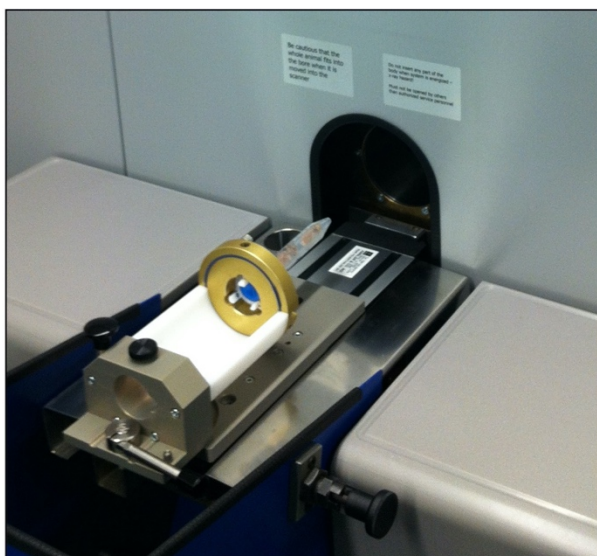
Links: Eingespannter Probenhalter vor dem Einbringen in das μCT . Rechts: transversales Schnittbild durch einen Femurknochen. Im Bild ist die grün eingezeichnete ROI erkennbar. Weiterhin ist eine Unterbrechung der Kortikalis auf ca. 5 Uhr sichtbar.
